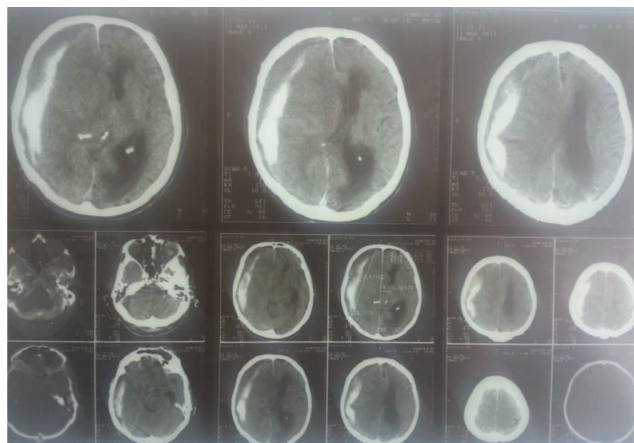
КТ снимки больного К/1, 73 лет при поступлении.
